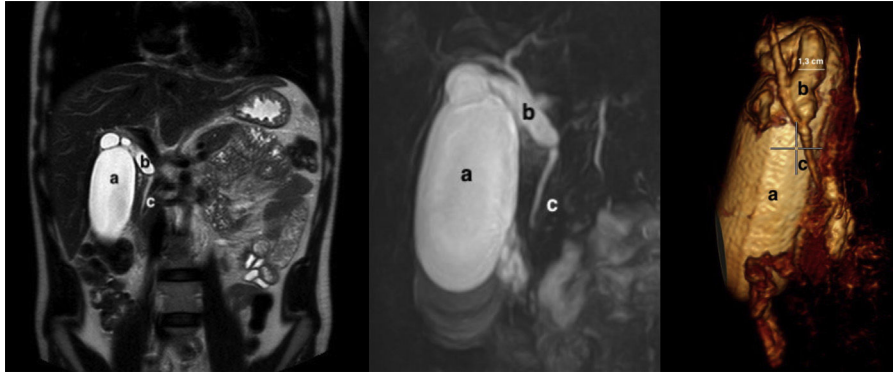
Colangio-resonancia magnética que caracteriza el quiste del conducto cístico y su relación con la vesícula y la vía biliar principal: a: vesícula biliar; b: quiste del conducto cístico; c: vía biliar principal.
